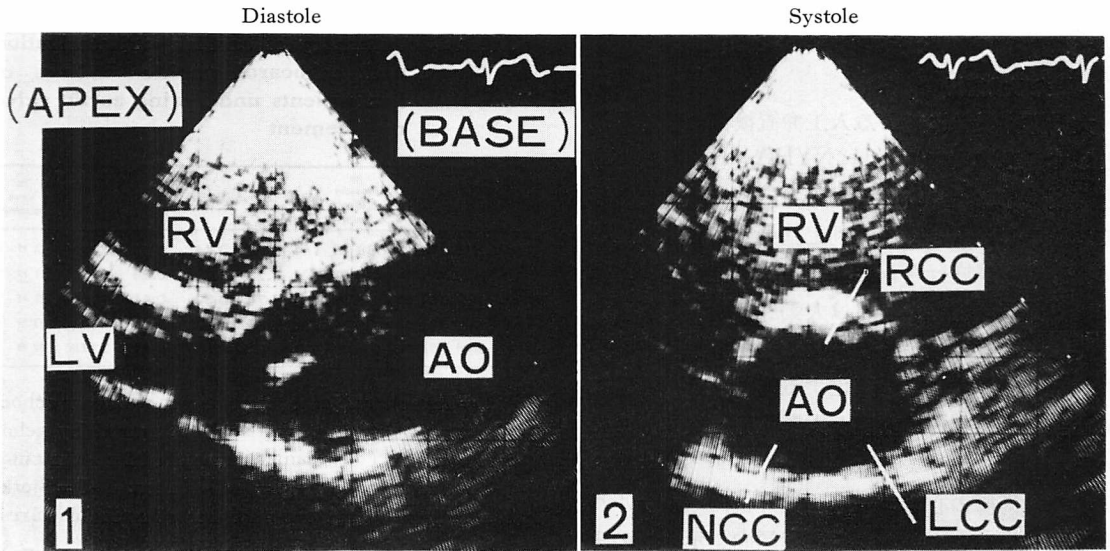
Echocardiograms of a normal subject.
